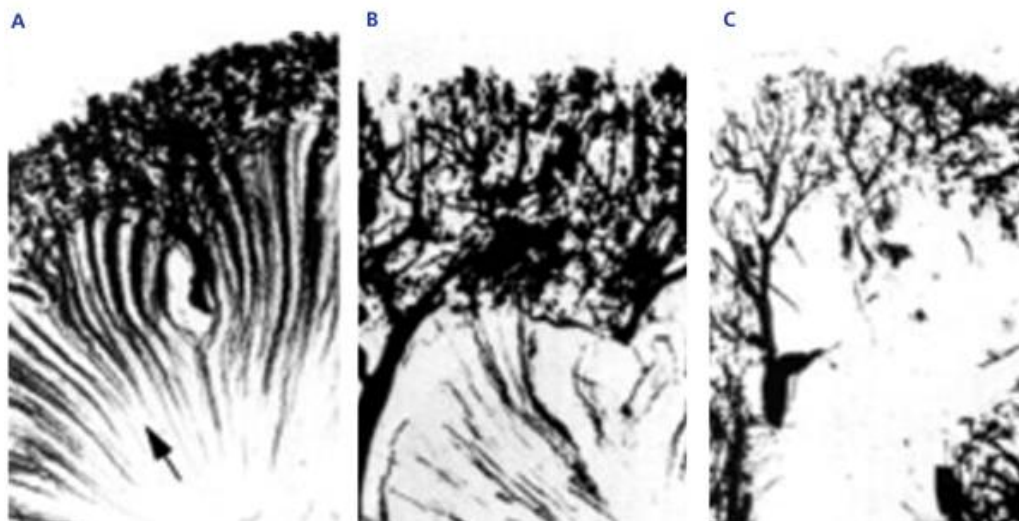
Microradiografias de rins de indivíduos (A) saudáveis, (B) com traço falciforme, (C) com drepanocitose. (A) *Vasa recta* são visíveis, numerosos e uniformes. (B) A vasculatura cortical está diminuída com os *vasa recta* diminuídos e distorcidos. (C) Diminuição considerável da vasculatura cortical e os *vasa recta* estão praticamente ausentes.⁸
